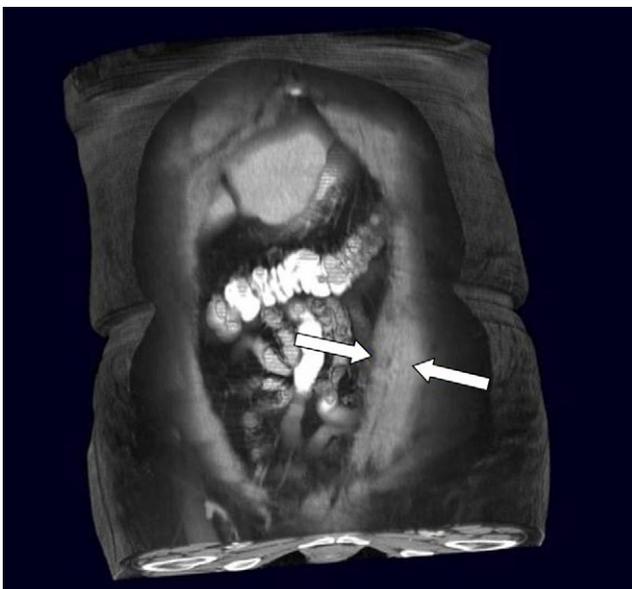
Reconstrucción coronal de tomografía computarizada abdominal donde se muestra una masa en la pared abdominal anterior.
